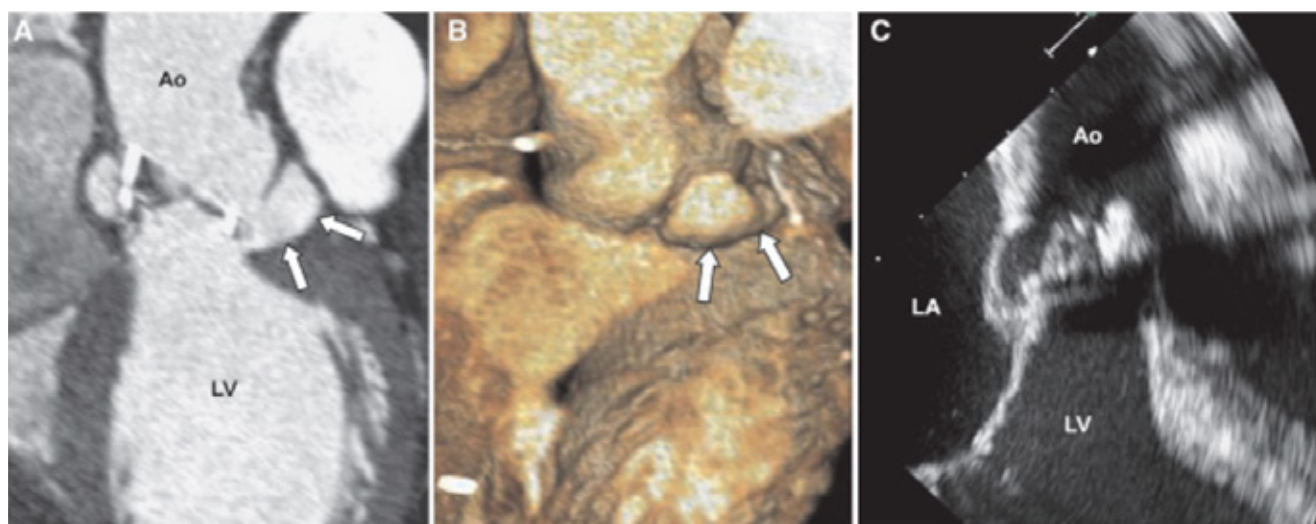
Paciente con prótesis biológica en posición aórtica. La vista en eje corto de TC demostró una vegetación en la valva coronaria izquierda (flecha) (B), no detectada en el ETE (A). Habets J, et al. *Int J Cardiovasc Imaging* 2014;30(2):377–387.
